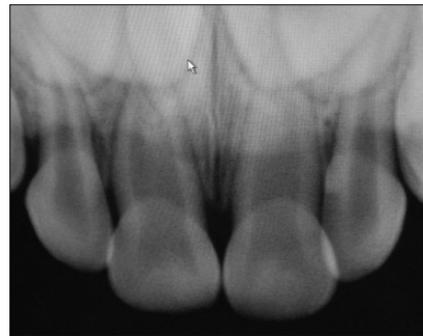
Preoperative periapical view.
